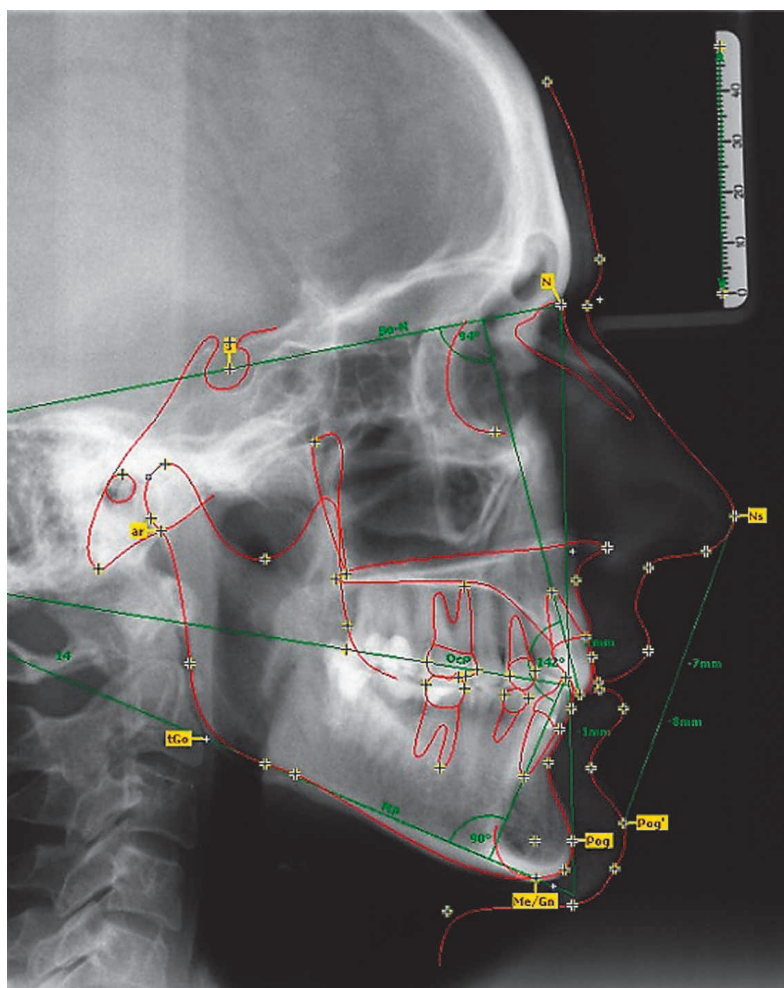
Рентгенограмма черепа в боковой проекции с последующей цефалометрией.
